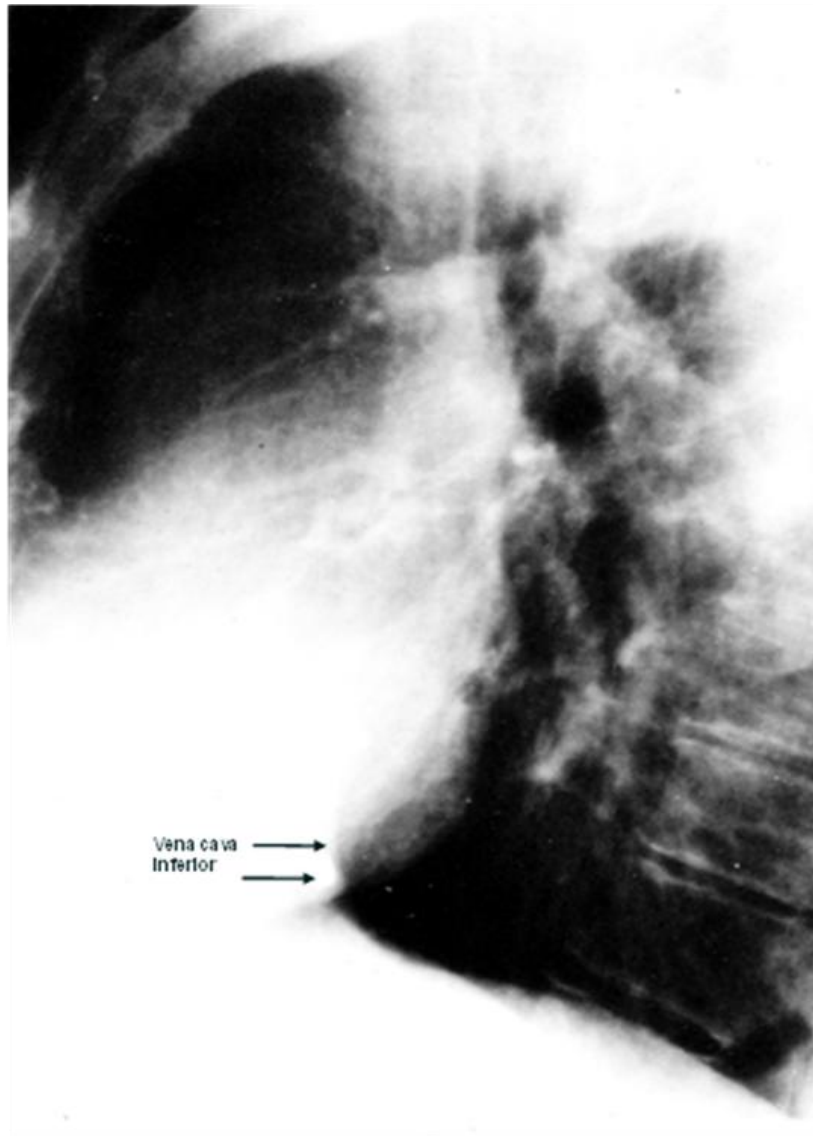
4. Radiografía lateral de tórax, crecimiento del ventrículo izquierdo, la distancia entre la vena cava inferior y el borde posterior del corazón es mayor a 2 cm.
